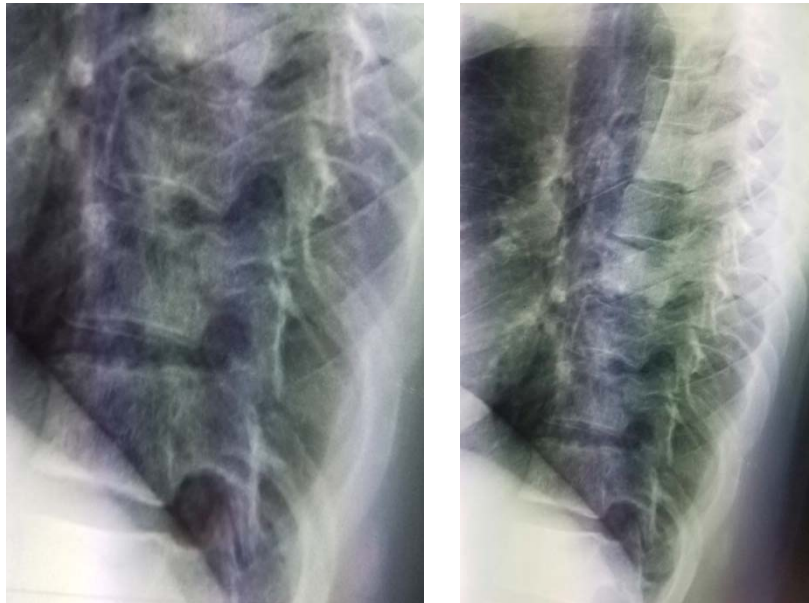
Radiographie du rachis lombaire de profil montrant une fracture pathologique de L2.
